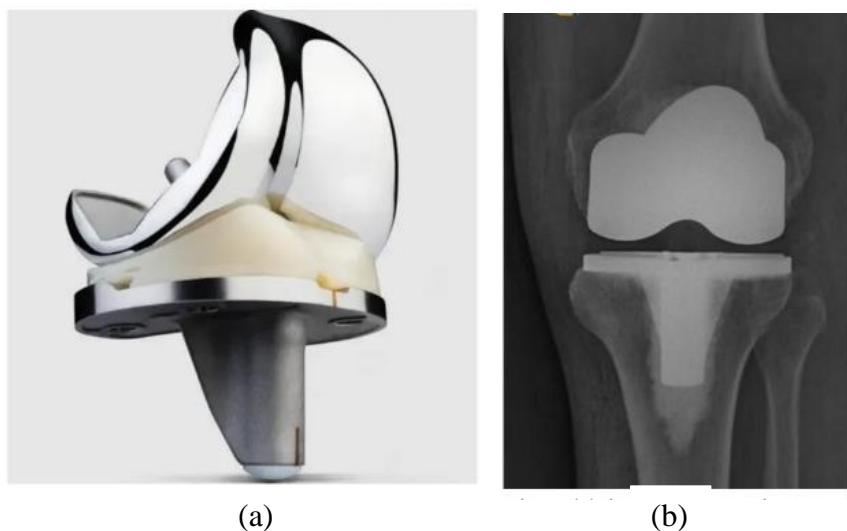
Prótese total de joelho, Zimmer Biomet a), radiografia pós-operatória da artroplastia total de joelho b).
